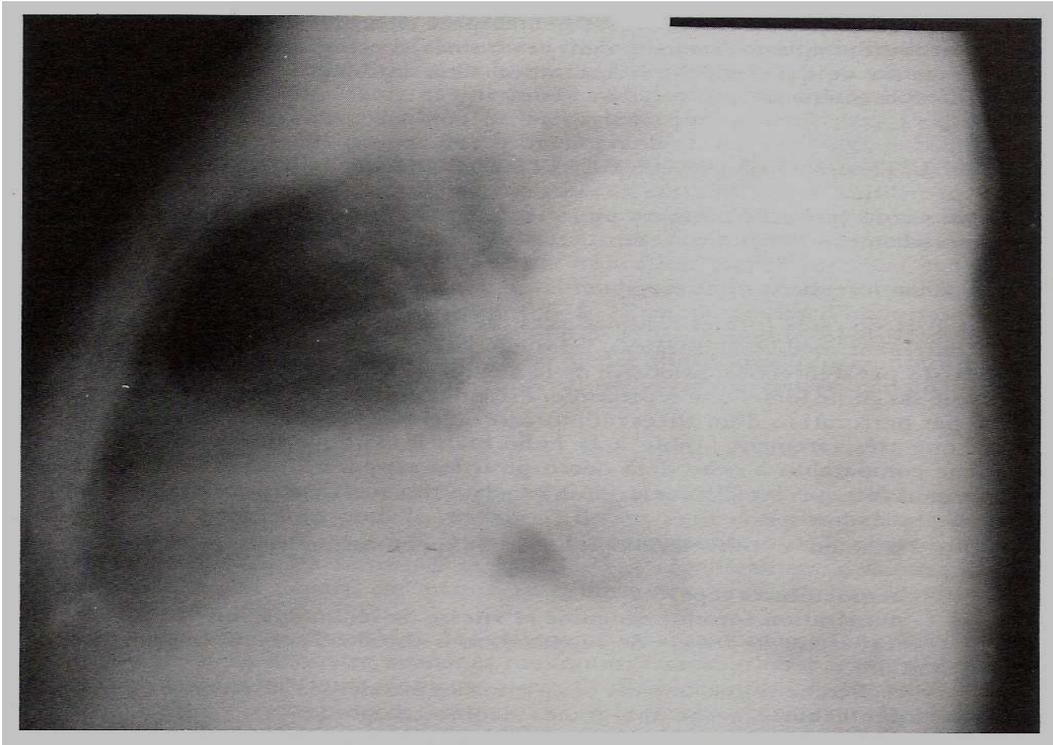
Radiographie du thorax de profil
